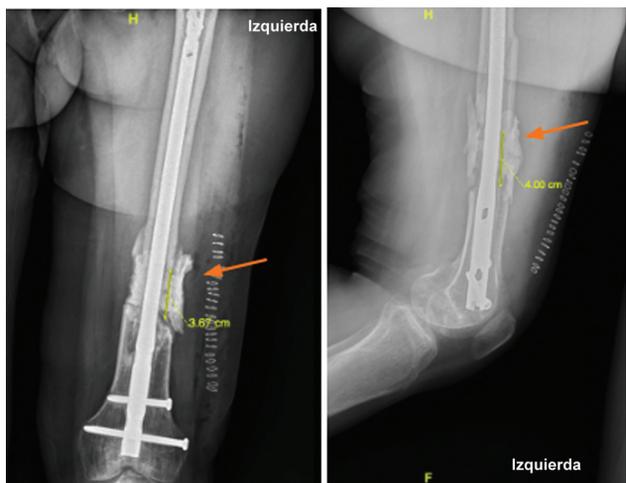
Radiografía AP y lateral posterior a desbridamiento de tejido necrótico y desvitalizado. Se evidencia cemento de PMMA (flecha naranja) con Vancomicina que rodea el clavo endomedular y cubre el defecto óseo de 4x4 cm.
